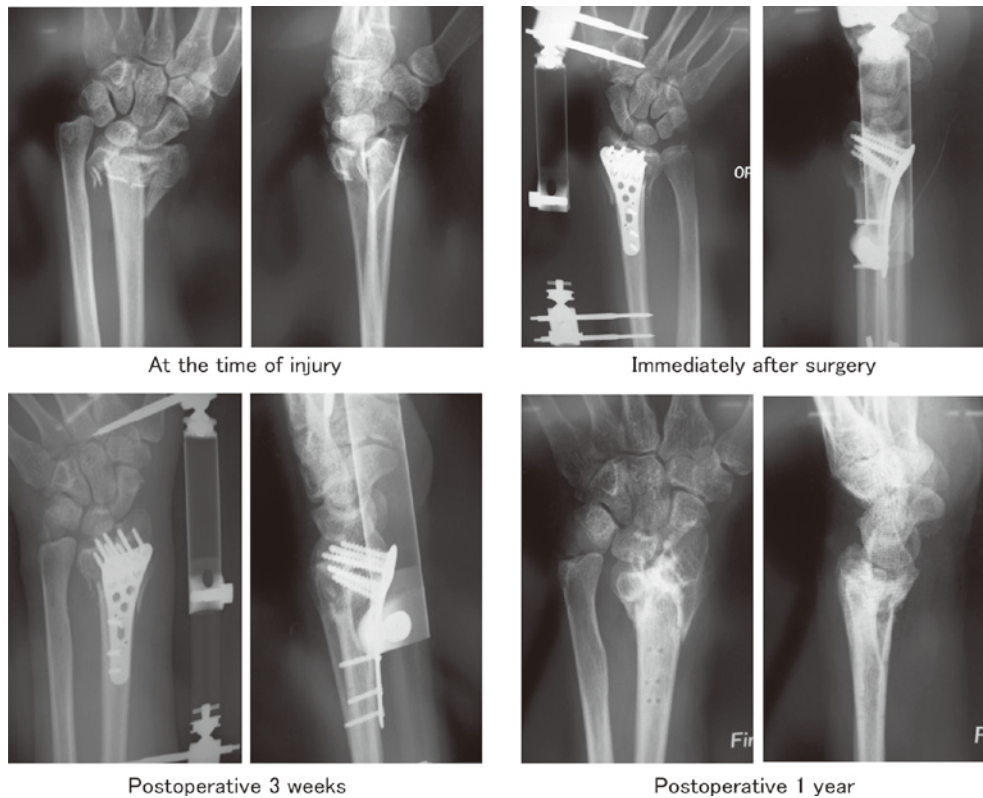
Views in 56-year-old man. Front and side view on simple x-ray at time of injury, immediately postoperatively, 3 weeks postoperatively, and at 1 year after injury.
